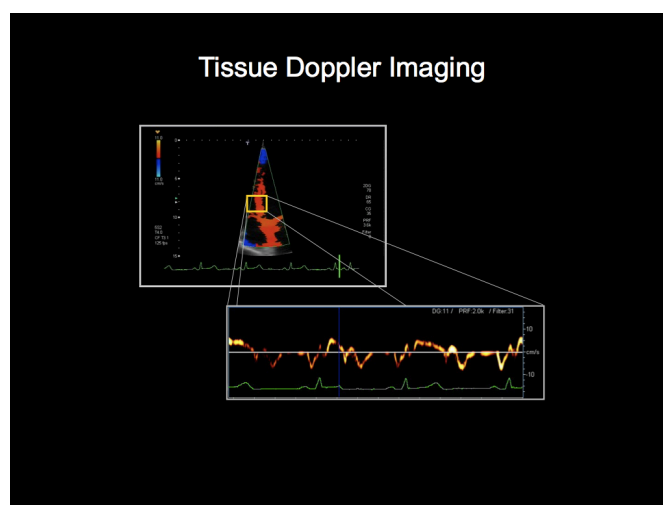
VALUTAZIONI ECOCARDIOGRAFICHE (DOPPLER TISSUTALE)
